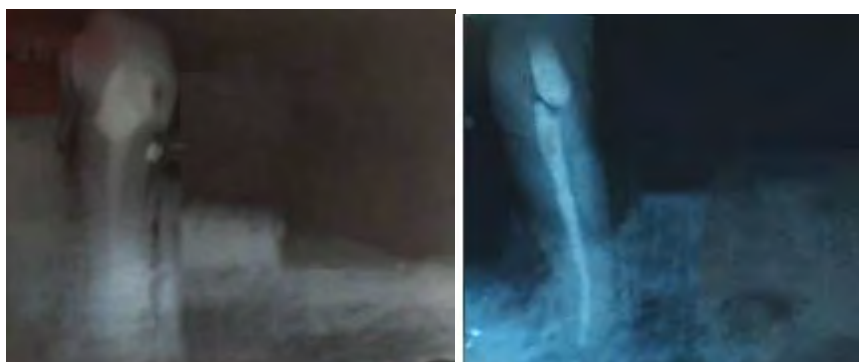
Рентгенограмма 33,43, пацієнт Г. 72 роки - амб. картка
